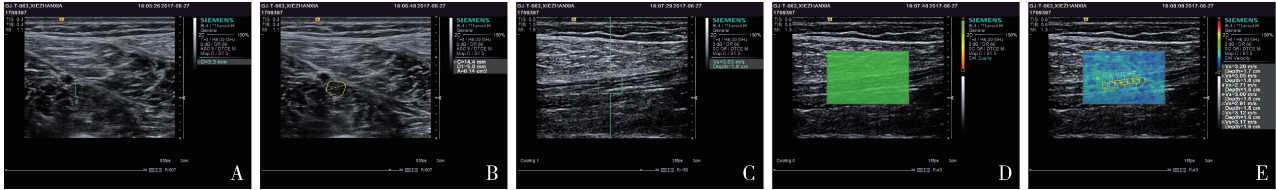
胫神经的常规高频超声图像及超声弹性技术图像
